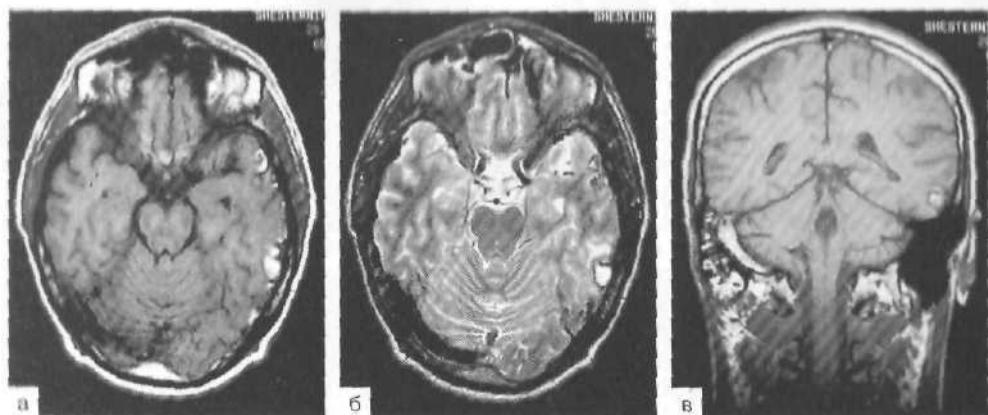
МР-томограммы. Множественные кортикально-субкортикальные очаги ушиба средней степени в левой височной доле.
